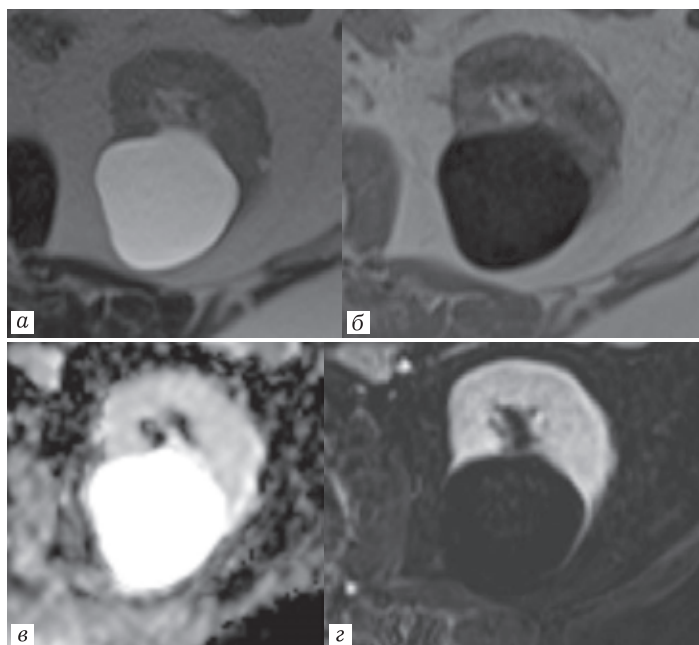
МРТ (фрагмент изображения — левая почка) T2-ВИ (а), T1-ВИ (б), ИКД (в) и постконтрастное субтракционное изображение (г). Киста Bosniak I. Тонкостенная киста с однородным содержимым, без ограничения диффузии, не накапливающая контрастное вещество
